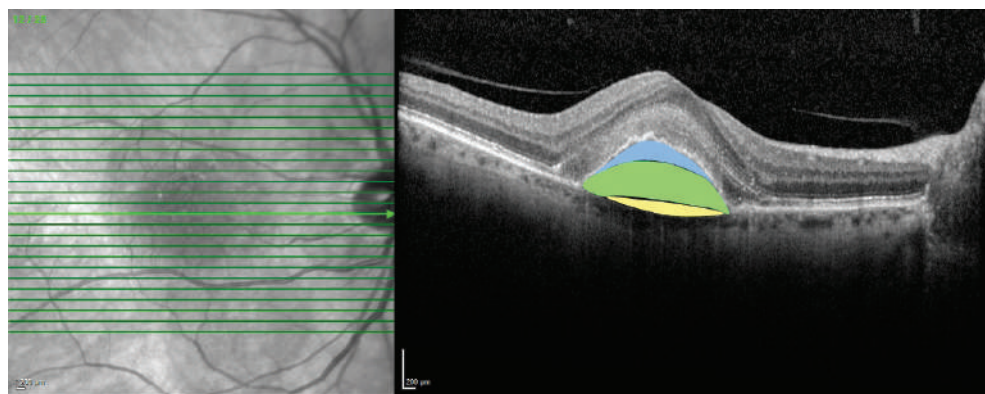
Оптическая когерентная томограмма пациента с многослойной отслойкой ретиального пигментного эпителия: желтым цветом отмечен 1-й слой, синим цветом – 2-й слой, зеленым цветом – 3-й слой
